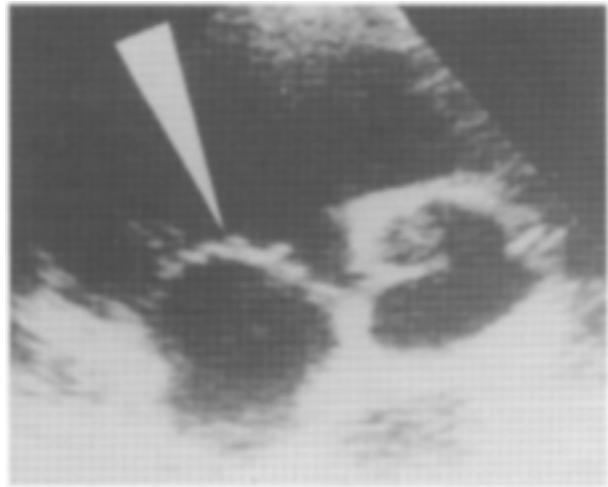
La flecha señala, en el ecocardiograma, las imágenes redondeadas (arrosariadas) sobre la válvula tricúspide.
